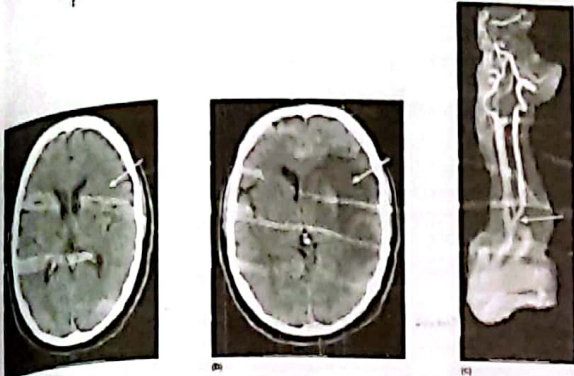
(a) Early changes on CT scan of cerebral infarction and subsequent MRA performed in the same patient. (b) MRA performed 5 days later showing internal carotid artery occlusion. (Courtesy of Dr Paul Jarman.)
